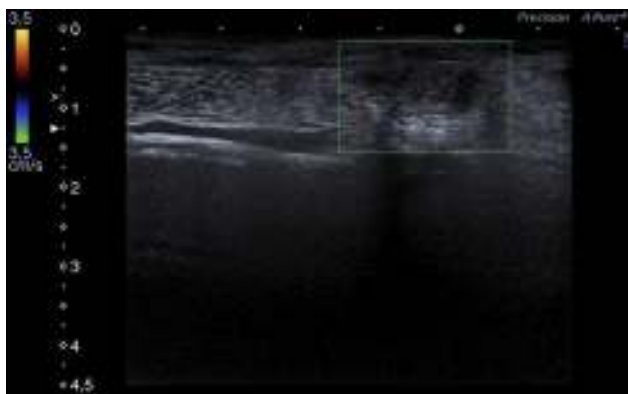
Ecografía Doppler color en la que se observa el endometrioma sin señal Doppler en su interior.
